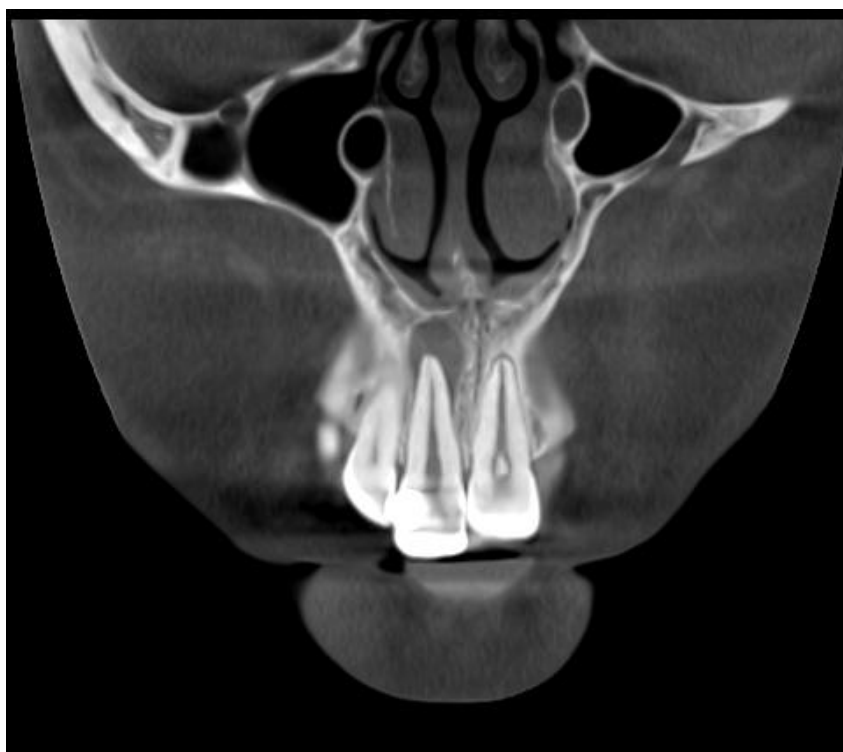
Дані комп'ютерної томографії 21 зуба до лікування. Вертикальний зріз. Просвітлення кісткової тканини в ділянці верхівки кореня.
